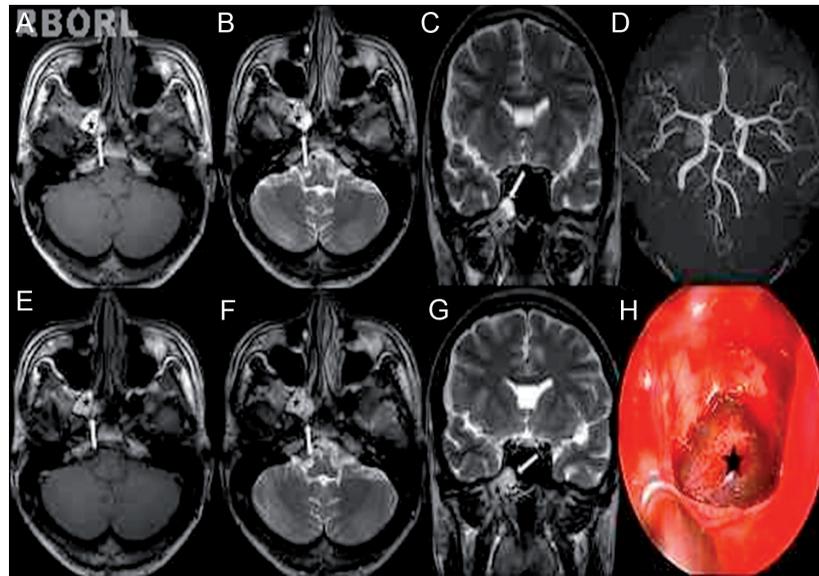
A-D, A mucocela é composta por duas partes separadas. A RM ponderada em T1 (A, axial) mostra uma parte hiperintensa (estrela negra: alto conteúdo proteico) e uma parte levemente hiperintensa (seta branca: alto conteúdo de água). RM ponderada em T2 (B, axial; C, coronal) mostra uma parte central de mucosa hipointensa, com uma orla hiperintensa em torno (estrela negra) e uma parte com sinal alto. A ARM (D) mostra vasculatura arterial normal e uma mucocela. E-G, Seis meses mais tarde, uma nova RM cerebral foi avaliada. Não mostrou alterações de tamanho, mas alterações mínimas da intensidade do sinal da lesão. O sinal ponderado em T2 é mais baixo do que o esperado em uma parte de alto conteúdo de água (seta branca), indicando o aumento de proteínas da mucocela. H, Depois de esfenoidotomia ampla, a lesão cística enegrecida (estrela negra) encontrada foi completamente removida por cirurgia endoscópica.
